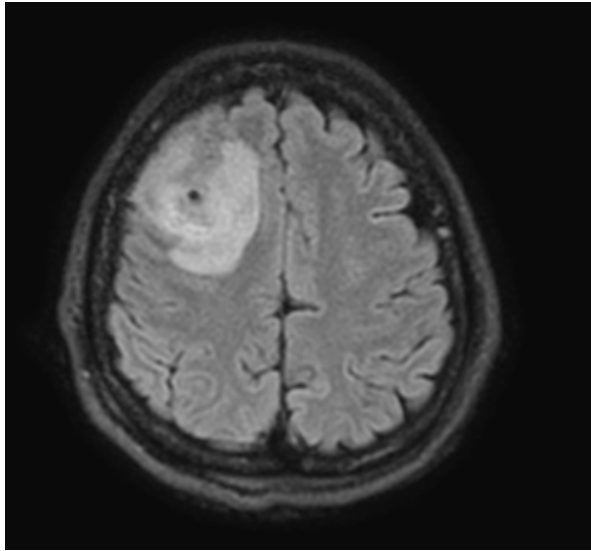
Imagen por RM cerebral en la secuencia FLAIR con la presencia de una colección y edema frontoparietal derecho
